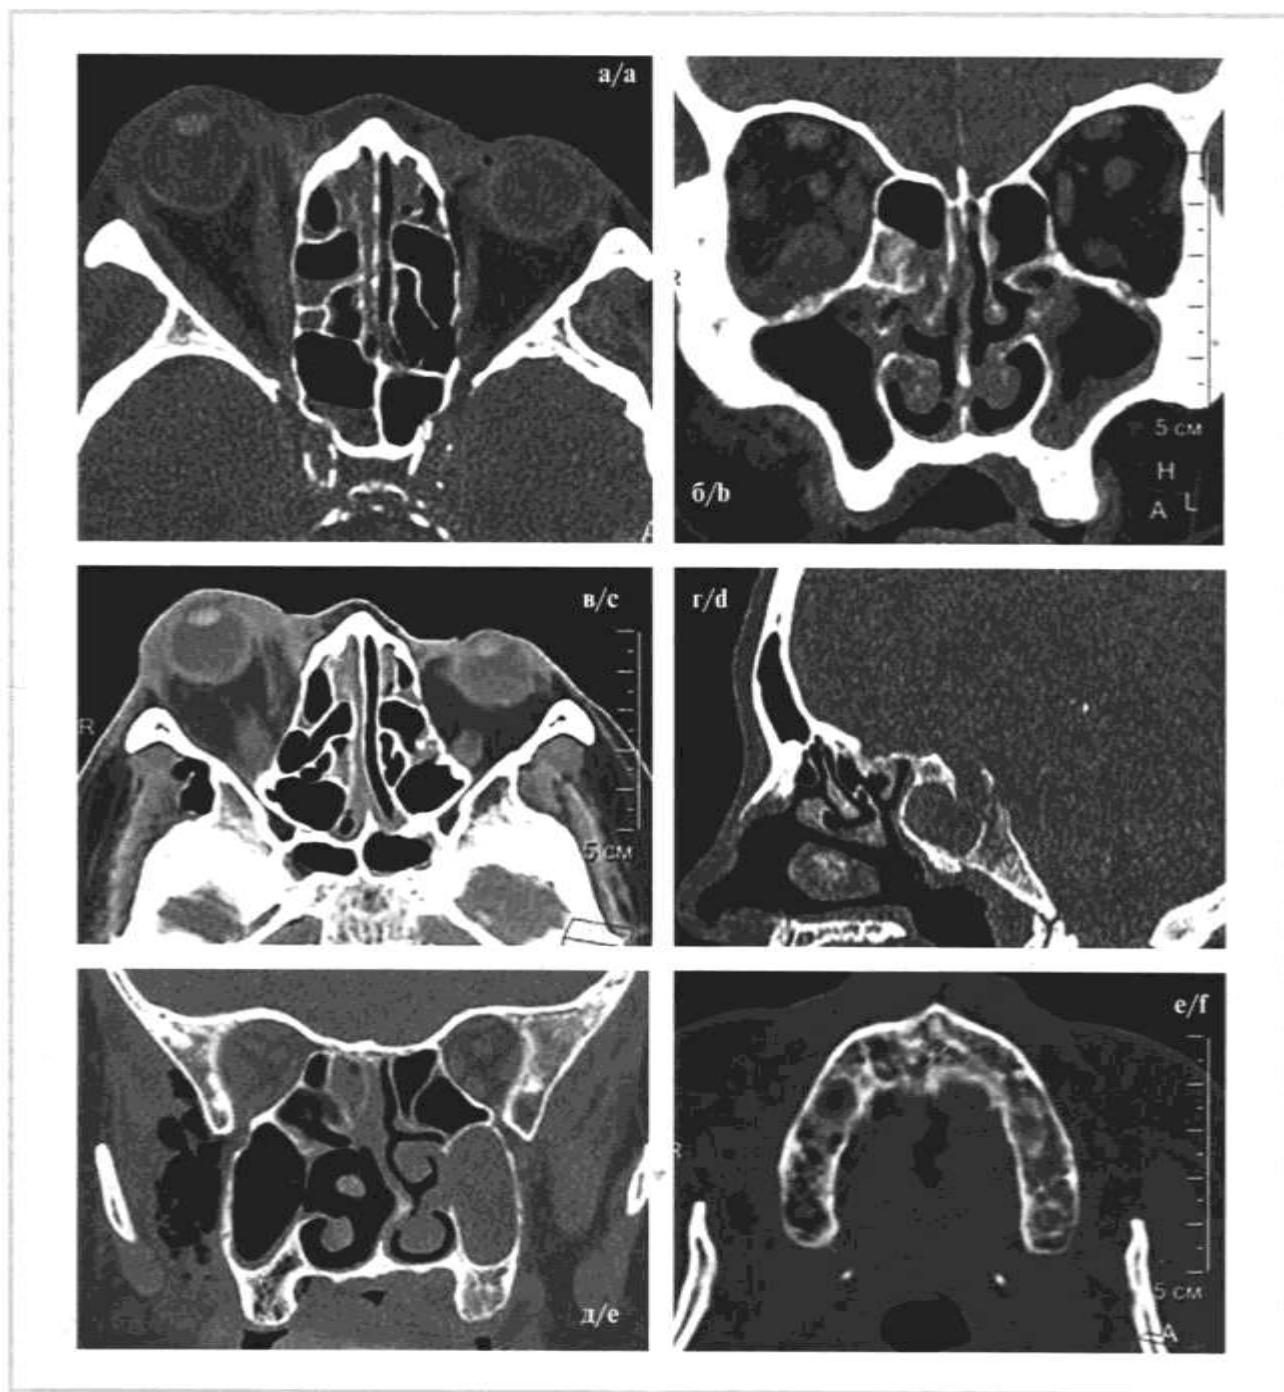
СКТ больных с COVID-19-ассоциированным мукормикозом околоносовых пазух.
